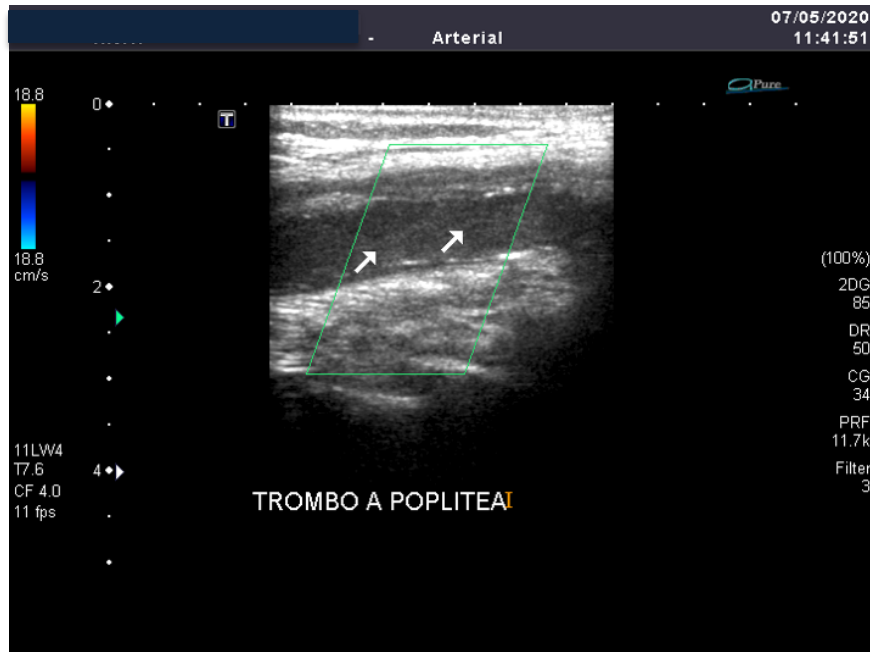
A. Ultrassonografia vascular com Doppler pré-operatório mostrando oclusão da artéria poplitea (setas). B. tempo de aceleração na artéria plantar lateral de 0,283 s (equivalente ao IB<0,4)
